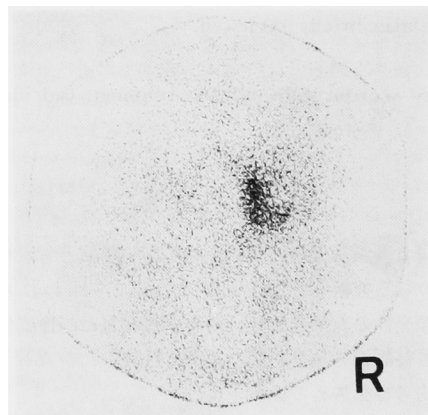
Adrenal scintigraphy of I-131 adosterol shows high uptake in the right adrenal gland.
